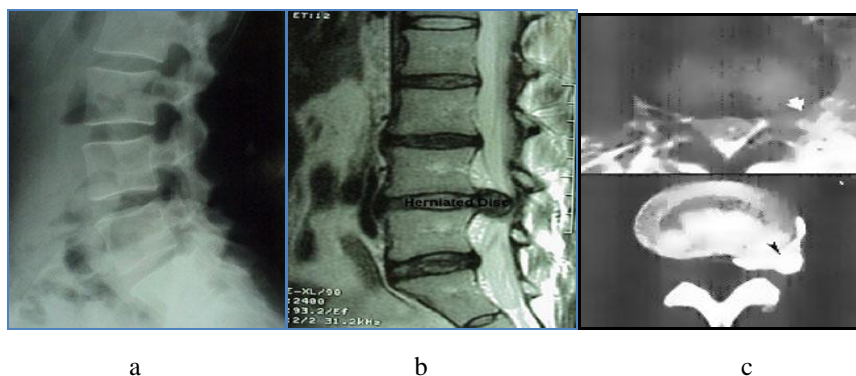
Teste de rutină-radiografii aparținând subiectului nr.9 pentru diagnosticarea sindromului dureros lombar-radiografii ale subiectului L.D. 52 de sex masculin participant la experiment
